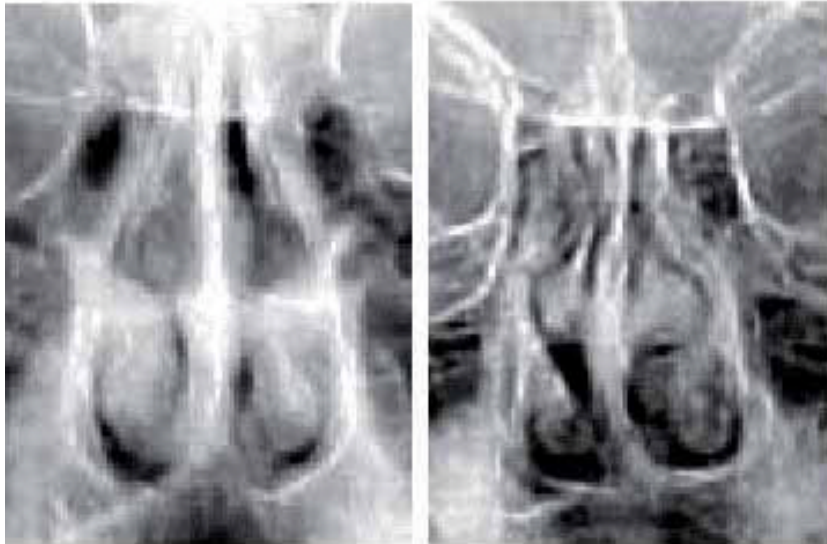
Exemples de signes observés sur la téléradiographie frontale, en cas de respiration buccale. A/ asymétrie des cornets inférieurs, épaissement et légère déviation de cloison, moindre perméabilité des fosses nasales. B/ asymétrie des méats et cornets, déviation de la cloison, moindre perméabilité des fosses nasales.
